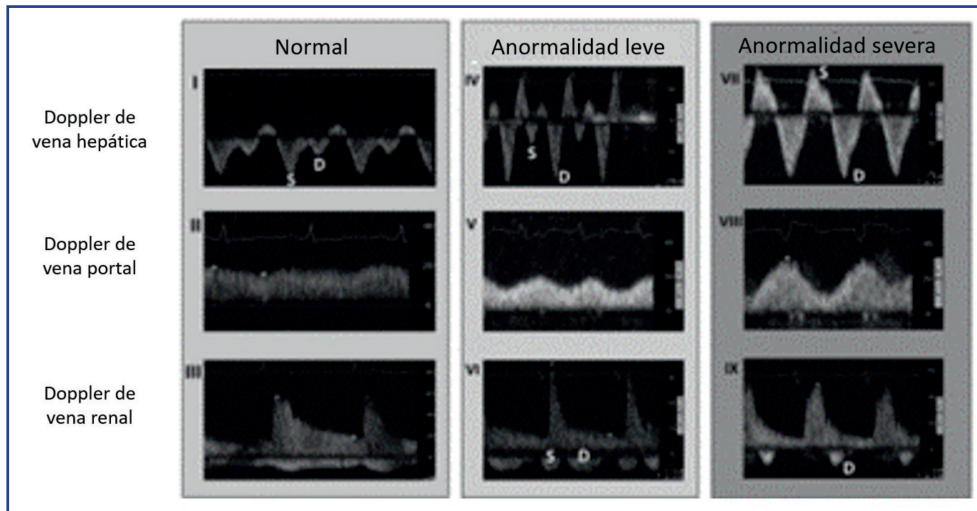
Anormalidades de los flujos venosos hepático y renal. Patrones de los flujos venosos con Doppler pulsado en vena hepática, porta y renal. Fuente: imagen tomada de Jury et al., 2021.⁵
